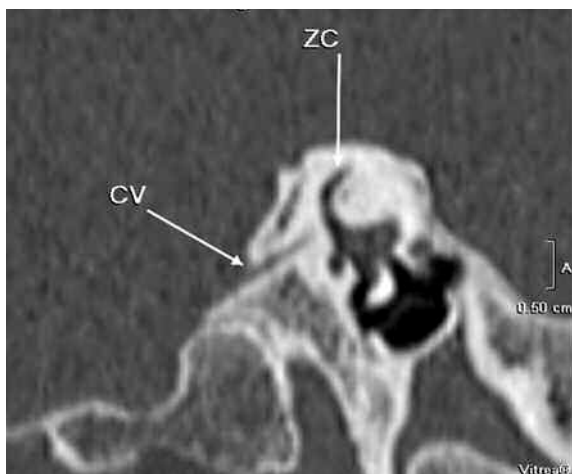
TC con MPR, imagen oblicua sagital, donde se visualiza el conducto vestibular (CV) en su origen, zona común de CSS y CSP (ZC).
